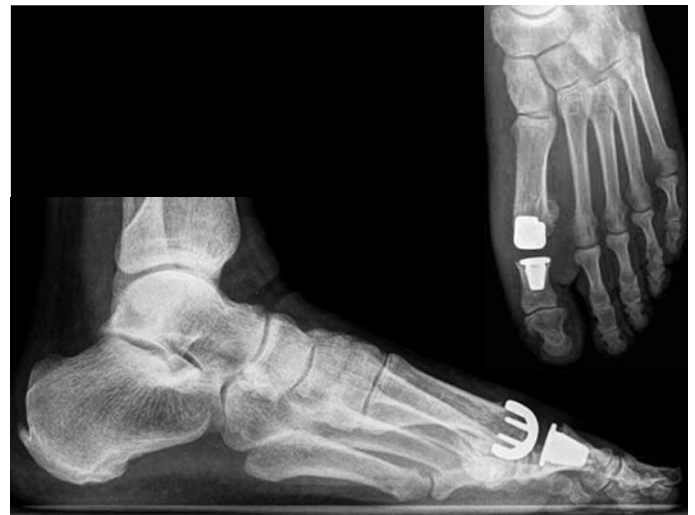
Imagem de radiografia após a cirurgia.
